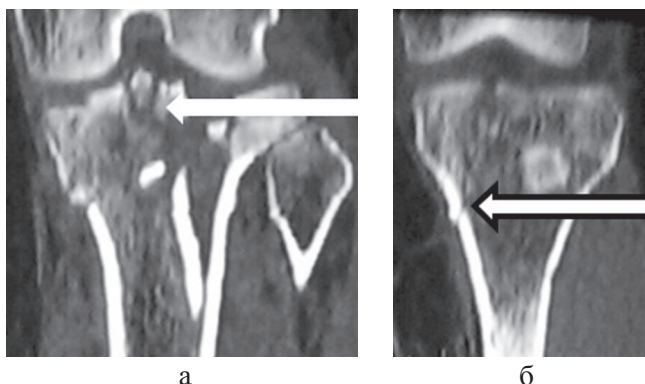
Компьютерные томограммы коленного сустава больной К., 1953 г.р., (а — фронтальный срез на уровне головки малоберцовой кости; б — фронтальный срез на уровне *faciespatellaris* бедренной кости). Визуализируется многооскольчатый импрессионный перелом наружного мыщелка и межмыщелкового возвышения (показано стрелкой) (а) и перелом по типу скола внутреннего мыщелка (показано стрелкой) (б) (собственное наблюдение)
